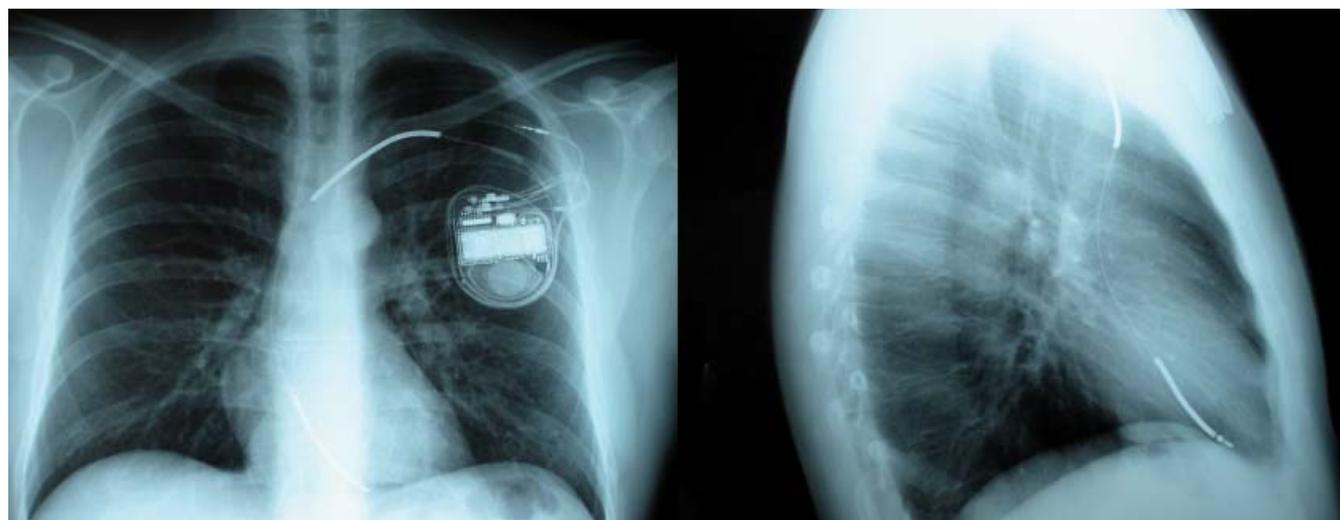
Radiografías PA y L de tórax en las que se aprecia Síndrome Twiddler completo auricular y parcial ventricular (Ver texto).
